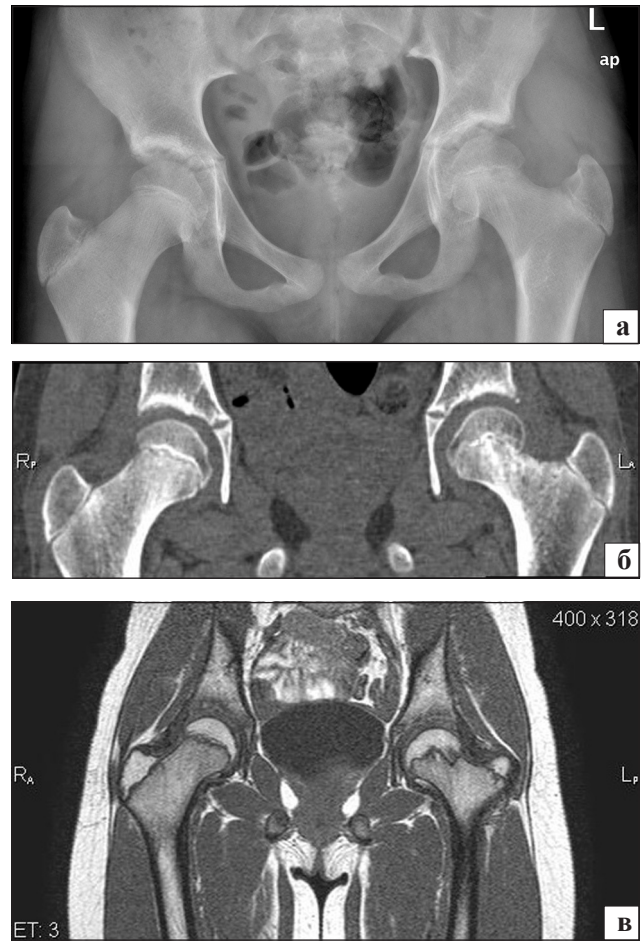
Рентгенограмма (а) и томограммы (КТ) таза больной Н., 11 лет, с внутренней ротацией бедер с деформацией II типа по Kalamchi слева. В наружной части зоны роста левой бедренной кости виден костный мостик; б) КТ-скан показывает истончение зоны роста и костные перемычки в латеральной части ростковой пластинки слева; в) Z-образная форма зоны роста слева на МРТ-скане
